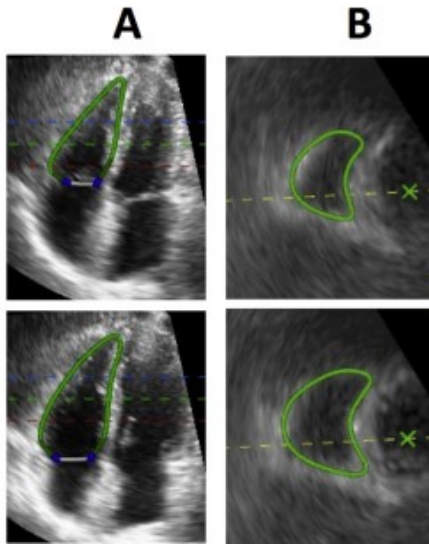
Analisi tridimensionale del ventricolo destro in proiezione in apicale 4-camere focalizzata sul ventricolo destro (A) e in parasternale asse-corto (B), in fase telesistolica (sopra) e telediastolica (sotto).⁴²
